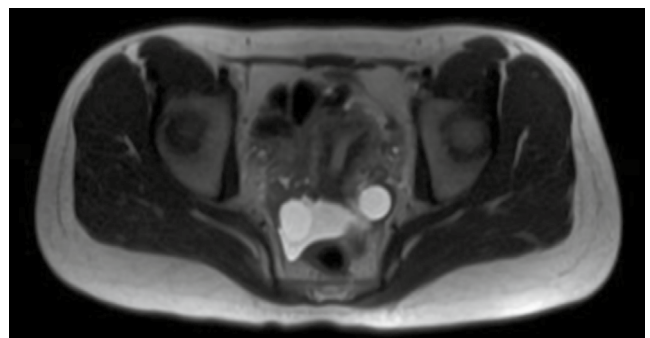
T2-gewichtetes MRT des Douglas-Raumes: Die sonografisch dargestellten zystischen Gebilde lassen sich eindeutig reproduzieren.
